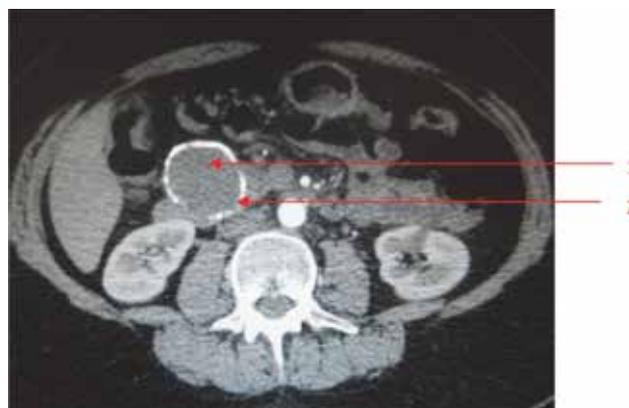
КТ – изображение СППО головки ПЖ (артериальная фаза). 1 – СППО, 2 – кальциноз капсулы опухоли.
